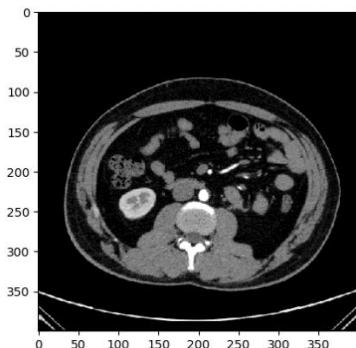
a) citra CT Scan normal. b) citra CT Scan batu ginjal
